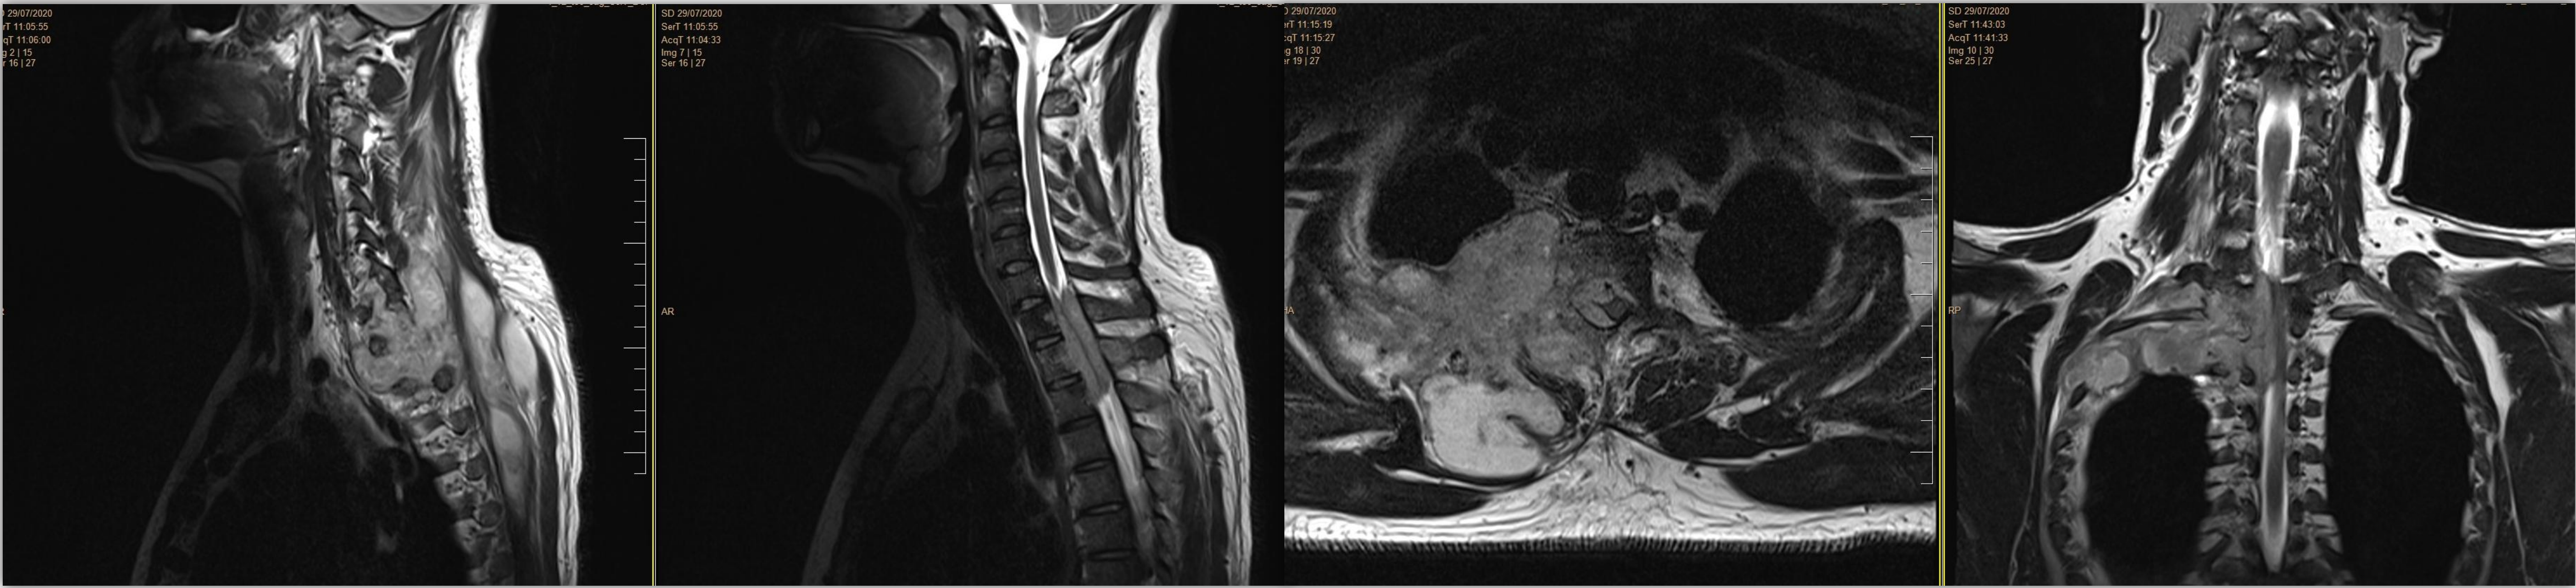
Cortes sagital, axial y coronal de RM en secuencia T2 al diagnóstico, en la que se observa extensa afectación cervicotorácica junto con compromiso medular.
